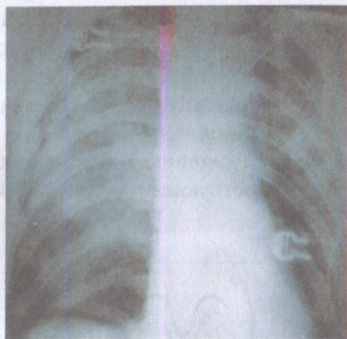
Рентгенограмма органов грудной полости в прямой проекции у больного после закрытой травмы груди.
